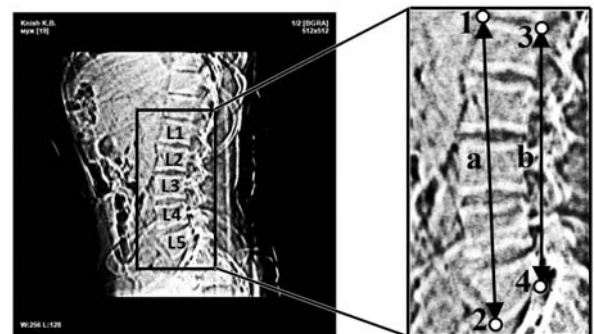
Томограма в кістковому режимі, медіанно-сагітальний зріз. Морфометрія передньої (а) і задньої (б) висоти поперекового відділу хребта: 1 – крайня передня точка краніальної поверхні тіла L₁-хребця; 2 – крайня передня точка каудальної поверхні тіла L₅-хребця; 3 – крайня задня точка краніальної поверхні тіла L₁-хребця; 4 – крайня задня точка каудальної поверхні тіла L₅-хребця.
